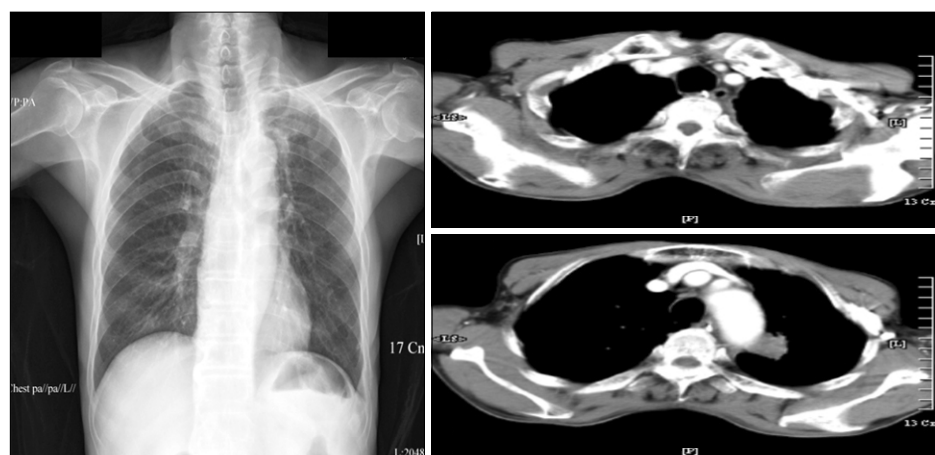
The chest X-ray and CT scan after 22 months show a marked decrease in the size of the pulmonary mass.
